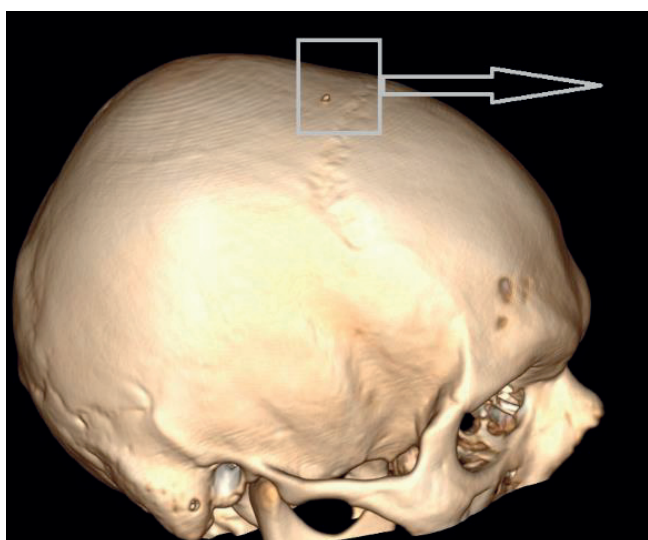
МСКТ: 3D-реконструкція непроникаючого осколкового сліпого черепно-мозкового поранення: неповний перелом правої тім'яної кістки парасагітально
